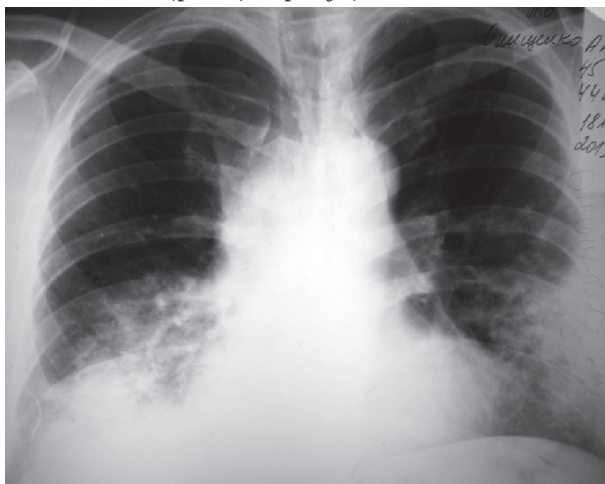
Рентгенограма ОГК у прямій проекції хворого С. на другий день госпіталізації
